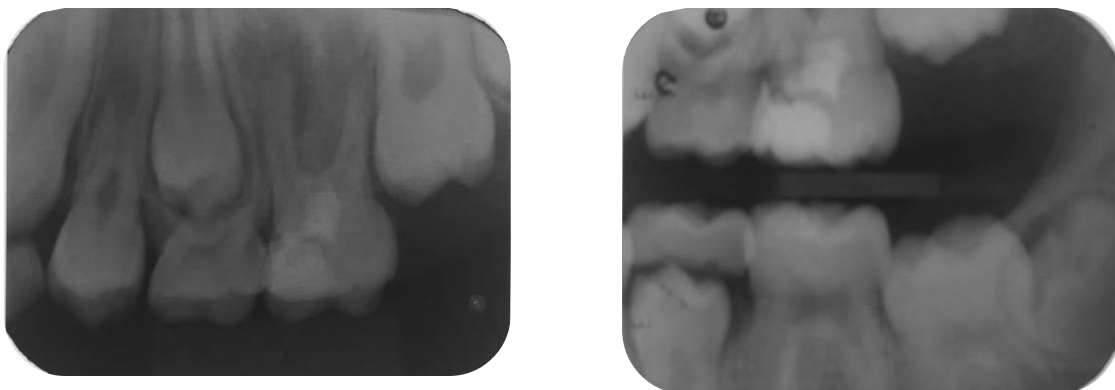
Radiografia periapical e interproximal de controle, de 10 meses da unidade 26 do caso clínico 4.
